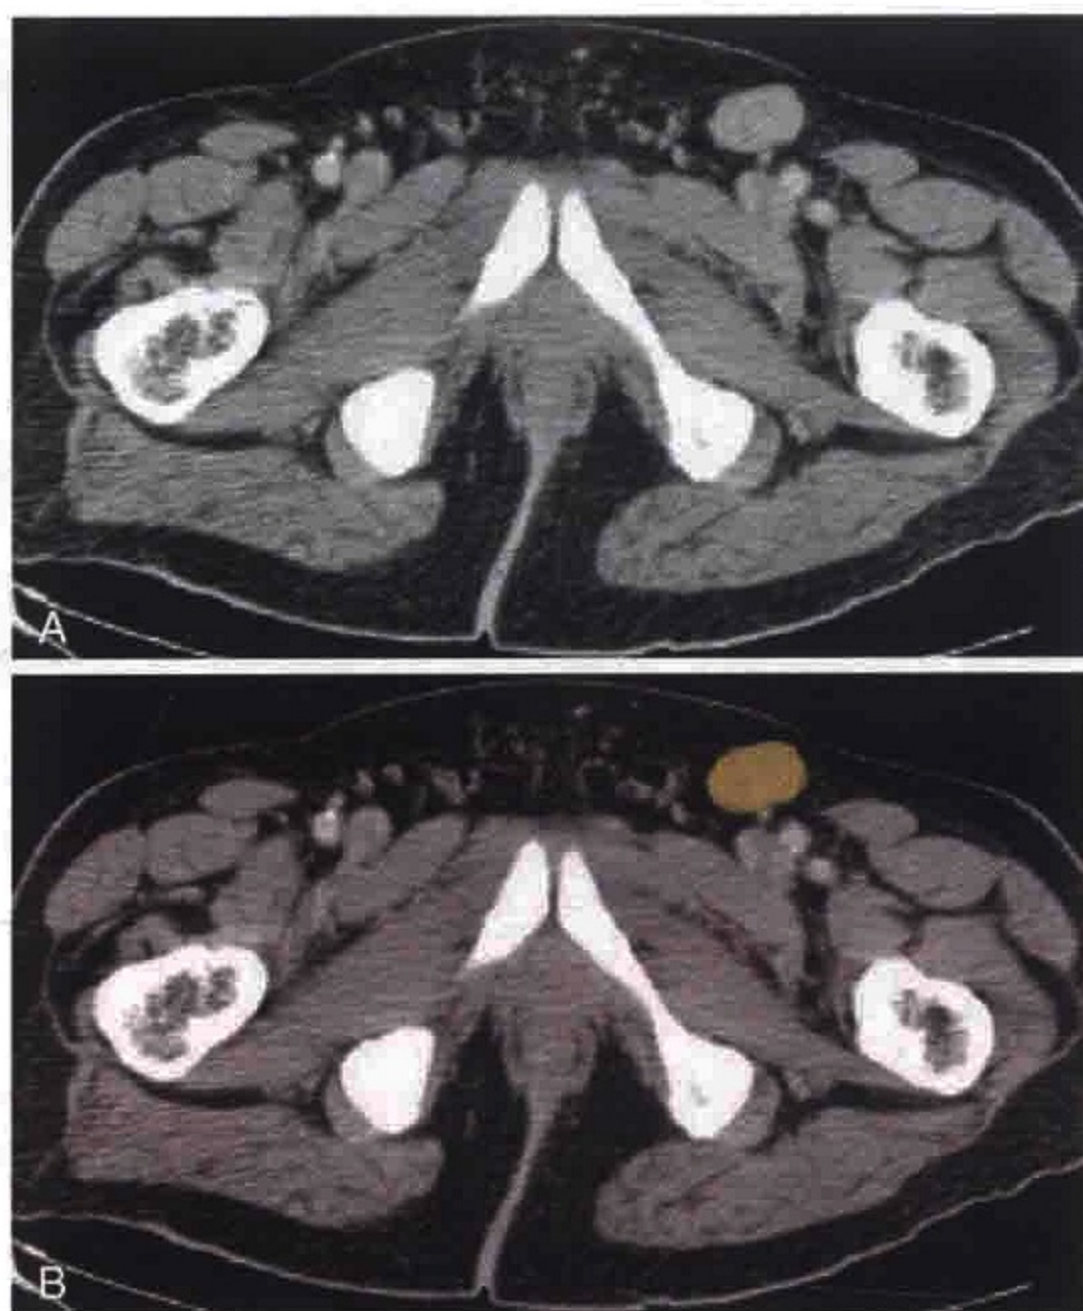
横轴位 CT 示左侧腹股沟淋巴结肿大（橙色）
